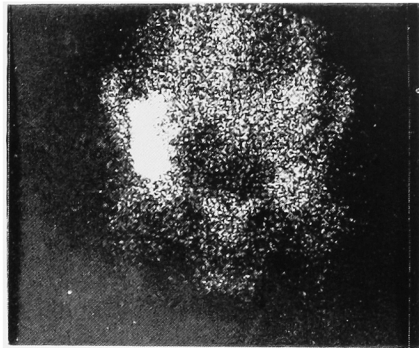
^{67}Ga scintigraphy 3 weeks after the operation. A well-defined accumulation of ^{67}Ga is evident in the right pelvic cavity.
